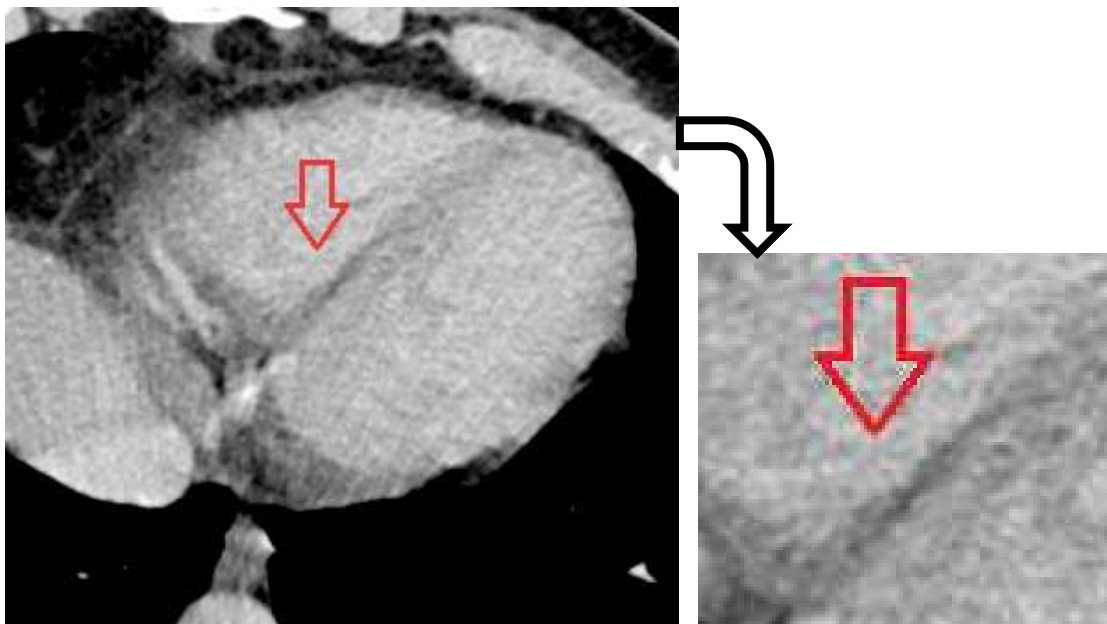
immagine assiale TC
